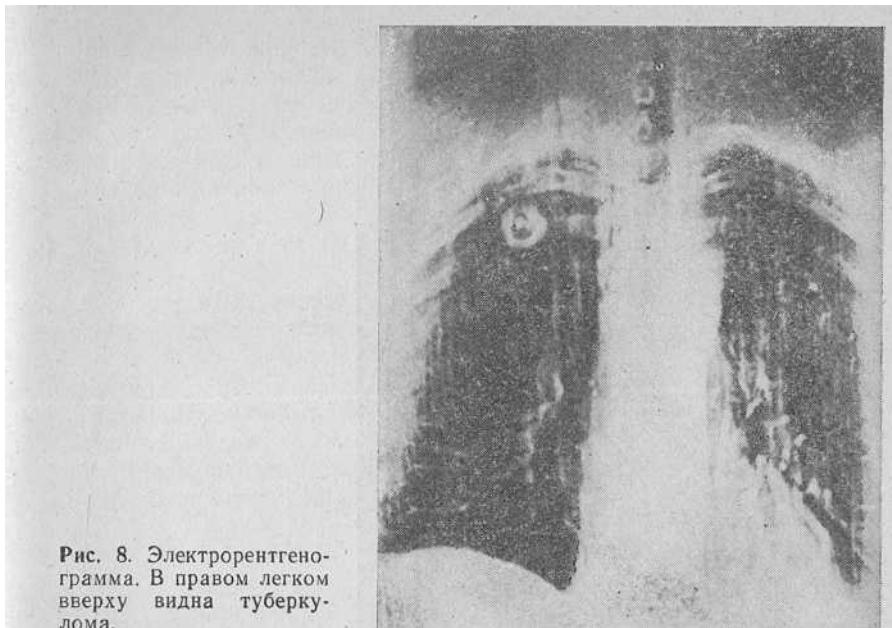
Электрорентгенограмма. В правом легком вверху видна туберкулома.
